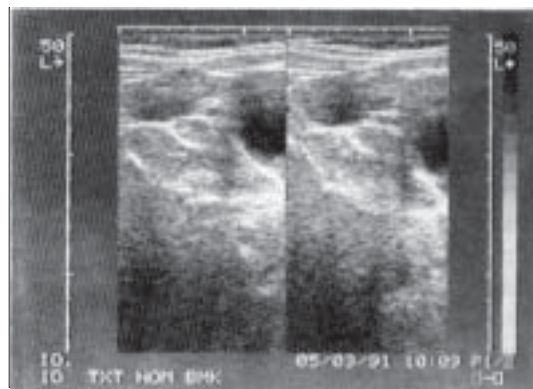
Pseudoquiste en fosa ilíaca izquierda demostrado con ecosonograma.
